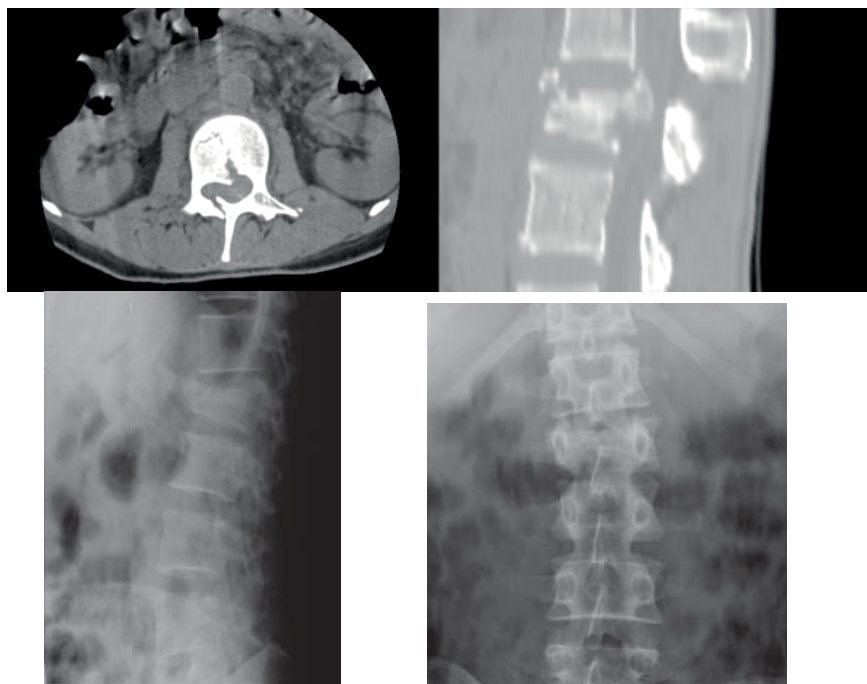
СКТ и рентгенограммы больной С. от 18.01.18 г. – компрессионно-оскольчатый перелом тела L2 позвонка 2 ст. и его дужки справа.
